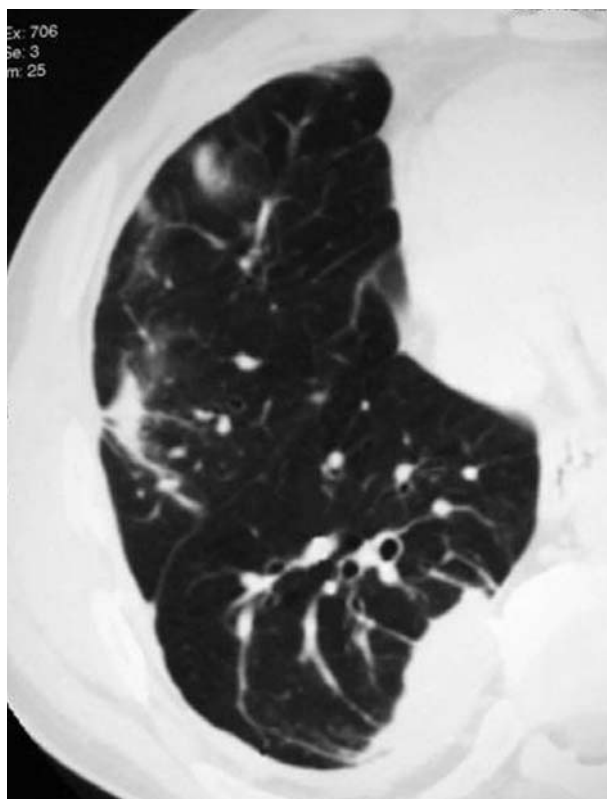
Imágenes de atelectasia redonda y líneas curvilíneas subpleurales en la tomografía computarizada de tórax.
